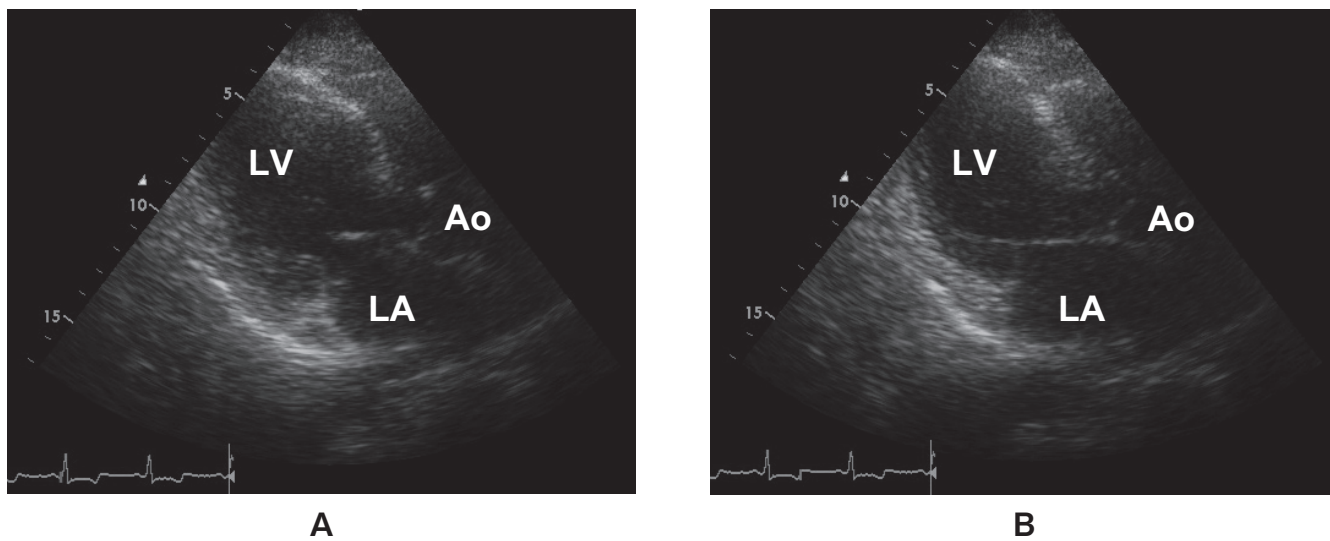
Transthoracic echocardiogram on admission (A: Left ventricle in end-diastolic phase, B: Left ventricle in end-systolic phase) showed severe left ventricular systolic dysfunction.
